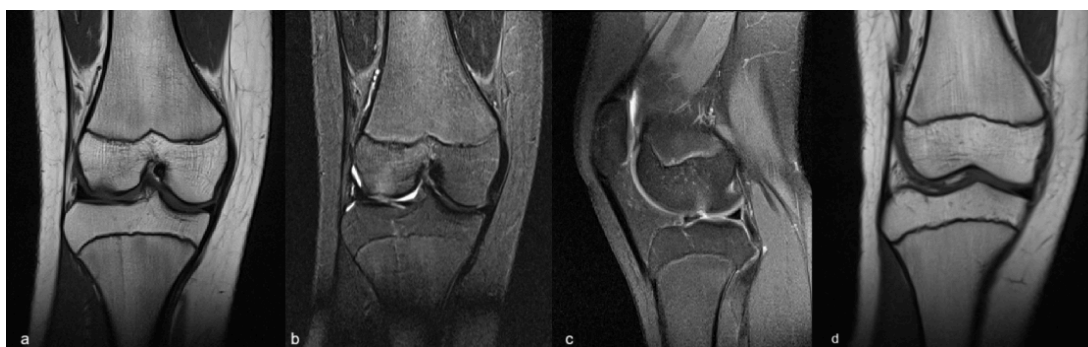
Paciente femenina, 15 años. Deportista activa. Lesión por torsión, dolor y bloqueo intermitente. Imágen RM coronal potenciada en T1 (a y d), DP FAT SAT coronal (b) y sagital (c). Se evidencia defecto osteocondral en cóndilo femoral lateral, con un fragmento óseo libre de 7 mm localizado anteriormente en espacio articular lateral. Tomado de: Bickle I, Fractura osteocondral. Caso clínico, Radiopaedia.org.
